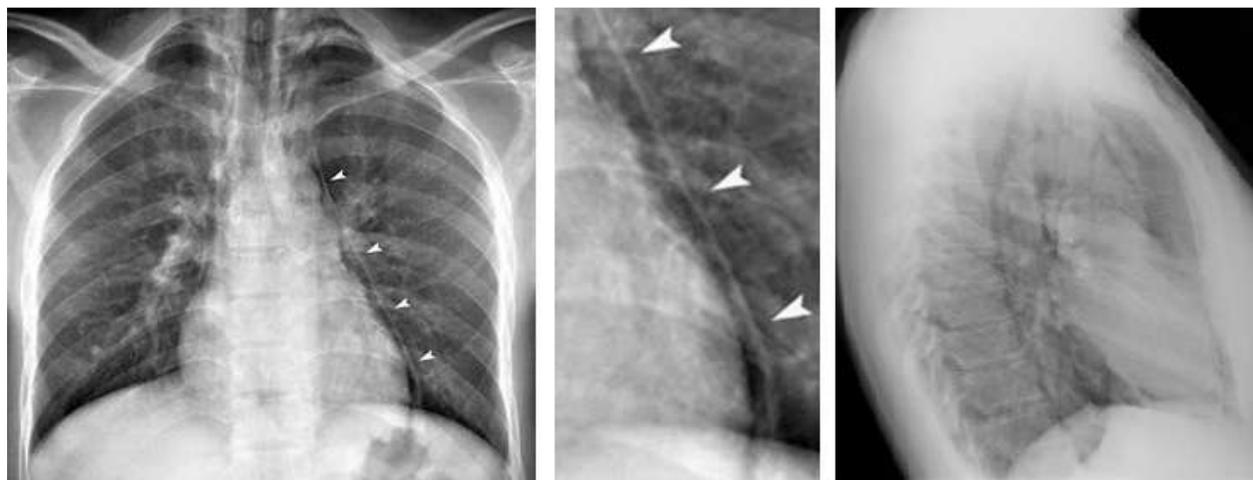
Рентгенограмма – пневмомедиастинум
